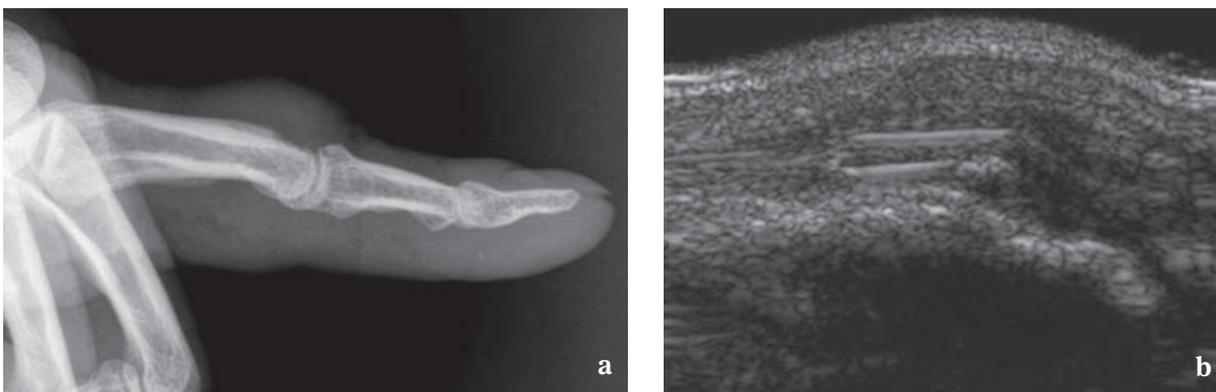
Repérage des fils de suture. Tumoréfaction postopératoire sur le versant dorsal de l'IPP du 2° doigt après tendinoplastie. La radiographie (a) montre un épaississement homogène des parties molles. L'échographie (b) visualise un matériel échogène intratendineux sous la forme de deux images rectilignes échogènes correspondant aux fils de suture.
